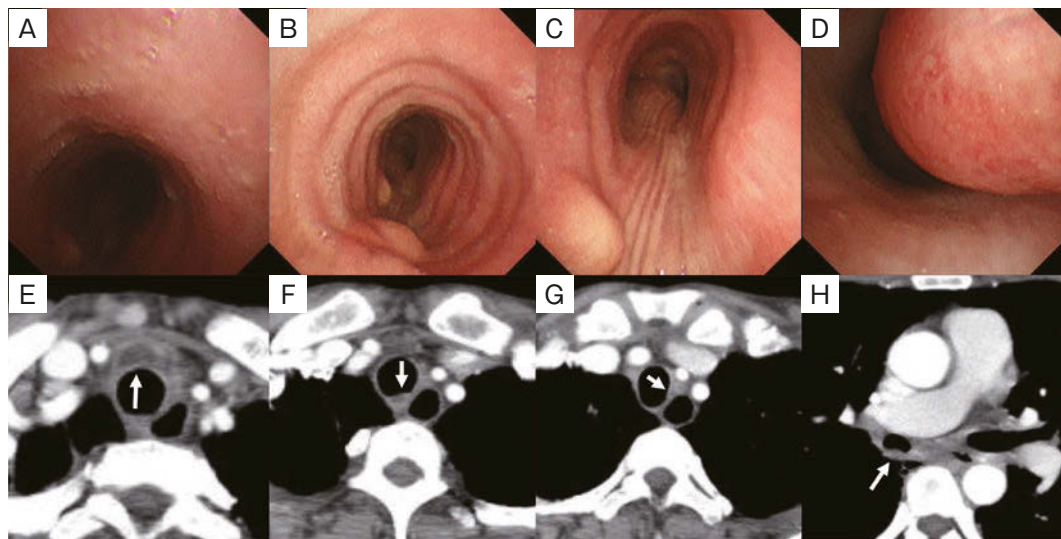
Multiple mediastinal abscesses. (A-D) Bronchoscopic findings showed multiple protruding lesions in the trachea and right bronchus. (E-H) Contrast-enhanced CT showed a ring-like enhanced low-density area around the trachea and right bronchus (arrows).
